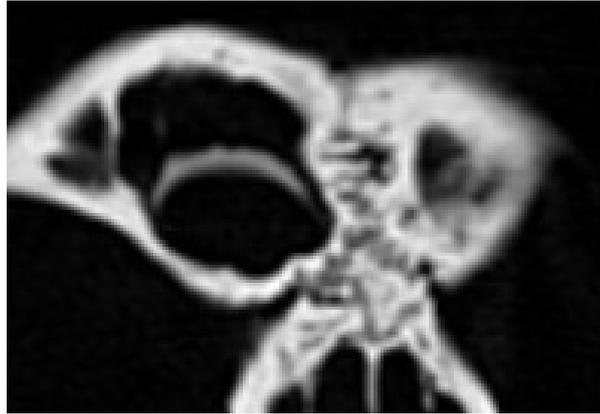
CT vom Schädel Philipp Friedrich Meckels.
